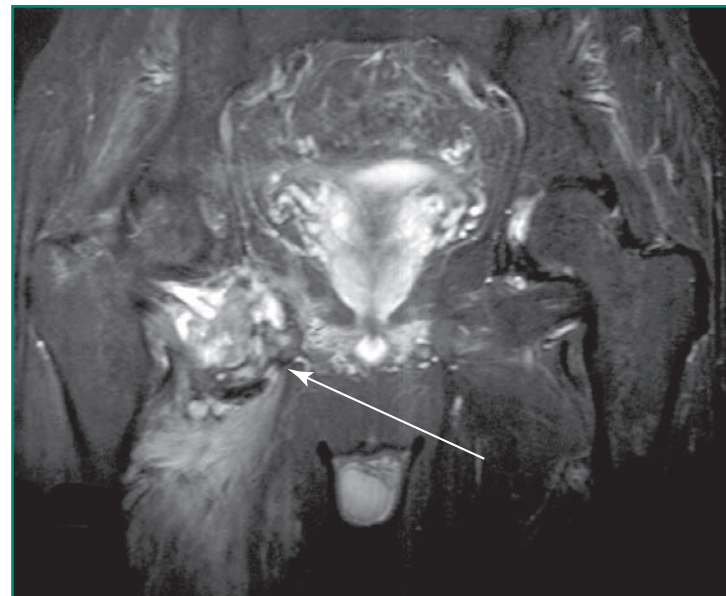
Imagen de resonancia magnética que corresponde a un tumor de partes blandas que, tras biopsia, resultó ser un histiocitoma fibroso maligno (sarcoma indiferenciado) en la región inguinal derecha (flecha).
